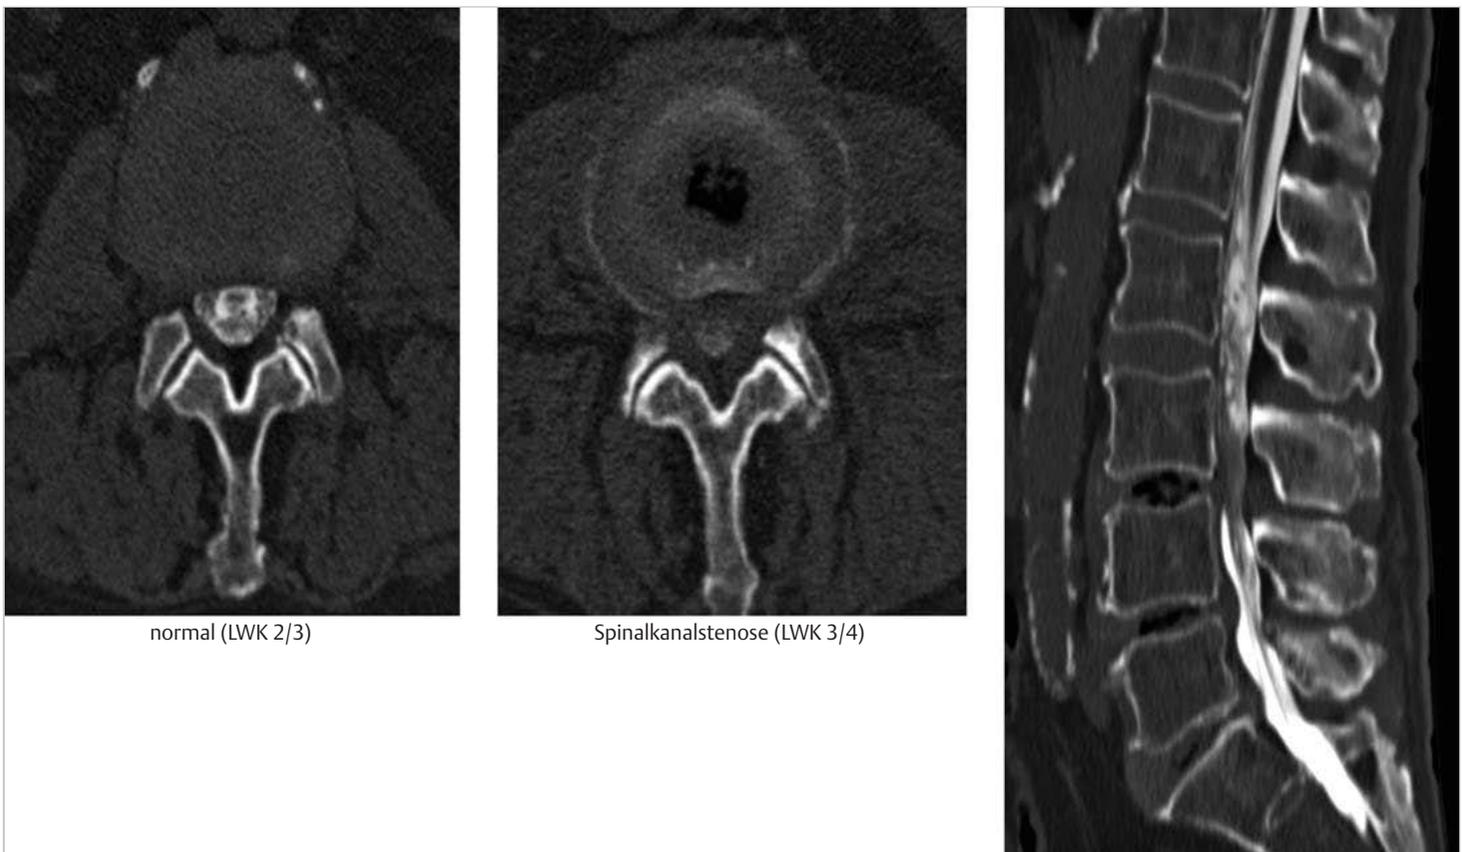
Myelo-CT bei Spinalkanalstenose LWK 3/4.
